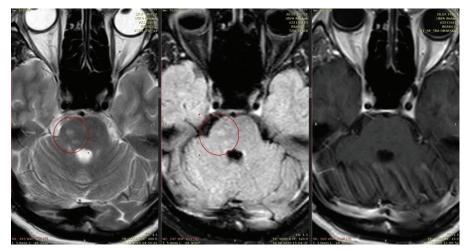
МРТ головного мозга с контрастированием (аксиальные проекции), в варолиевом мосту справа определяются очаги с гиперинтенсивным МР-сигналом на T2-ВИ и FLAIR, ограничением диффузии на DWI. На постконтрастных Т1-ВИ томограммах накопления контраста вышеописанными очагами не определяется
